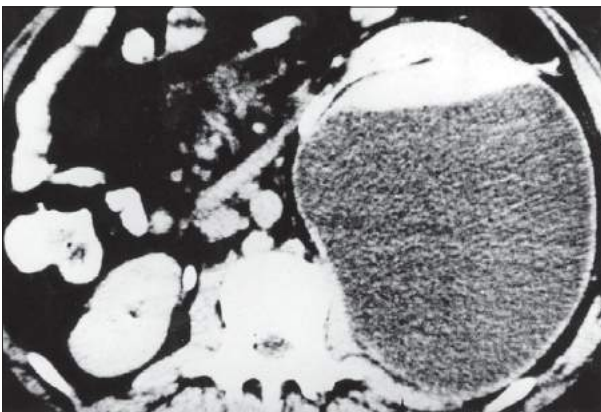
Tomografia: extenso hematoma retroperitoneal em lesão importante do rim esquerdo.
